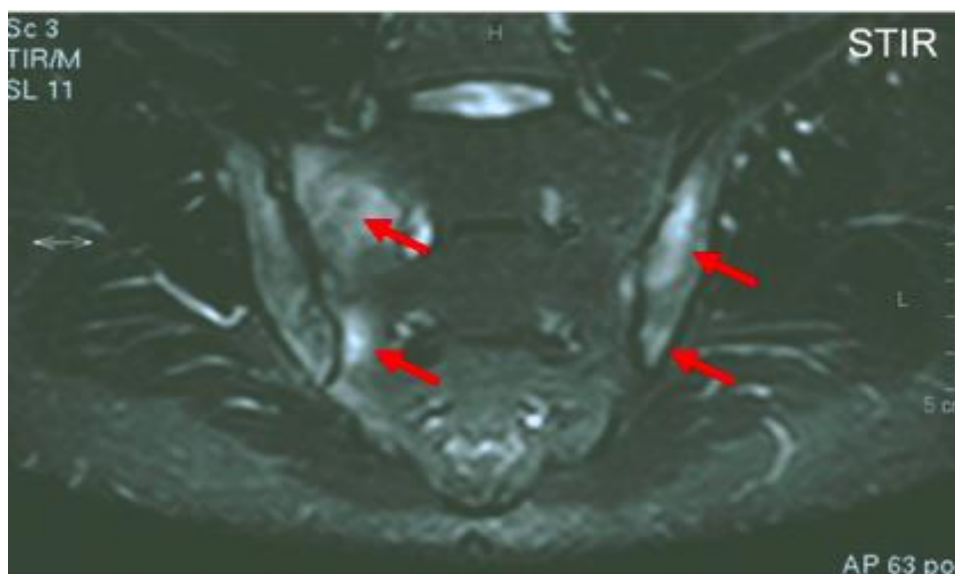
Достоверный двусторонний СИ по данным МРТ
